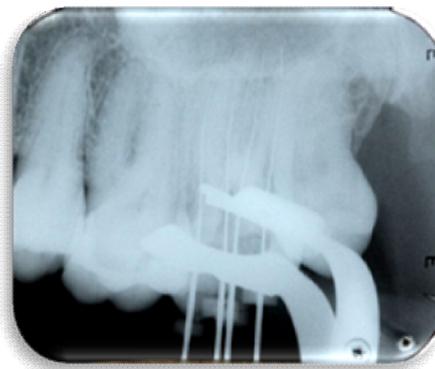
Radiografia constatando a presença de quatro canais em raízes separadas.
